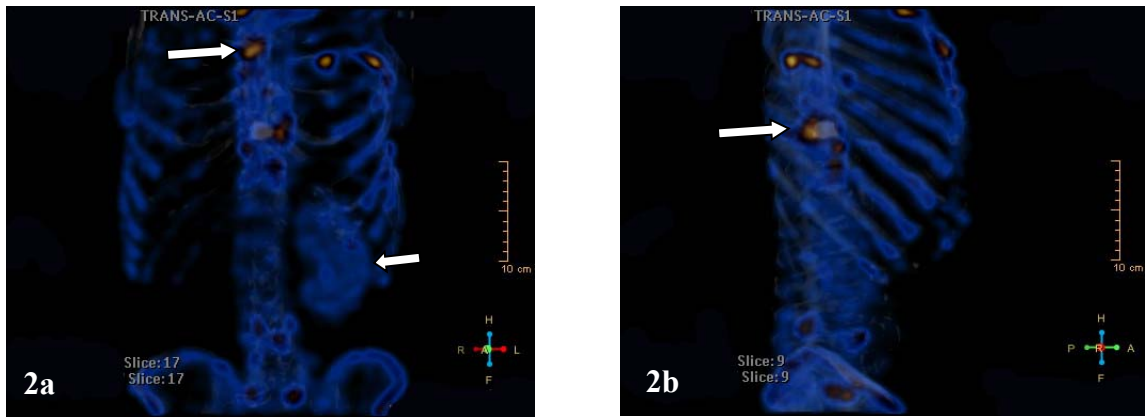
3D nuklearmedizinische Untersuchung (SPECT) mit 702 MBq 99Tc-MDP
